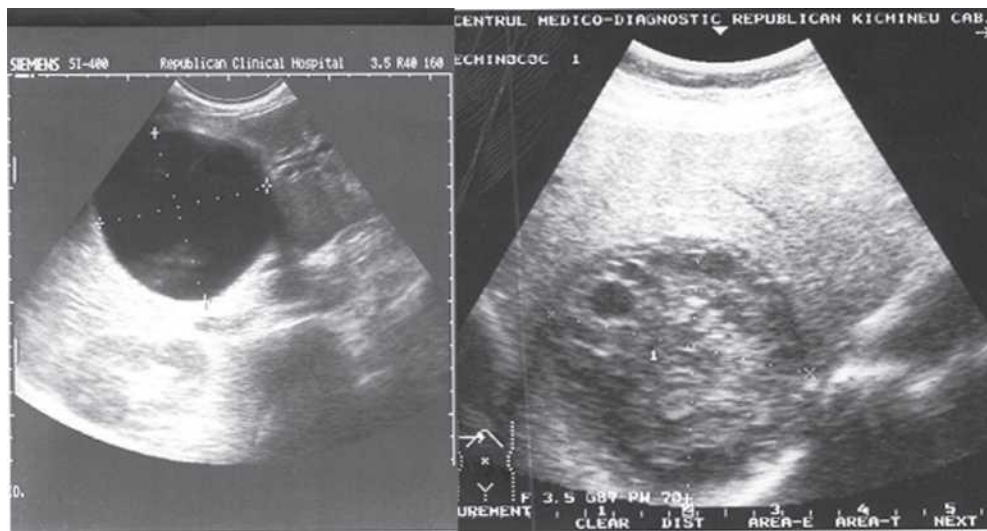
Aspect ecografic - chist ne parazitar hepatic și chist hidatic.
